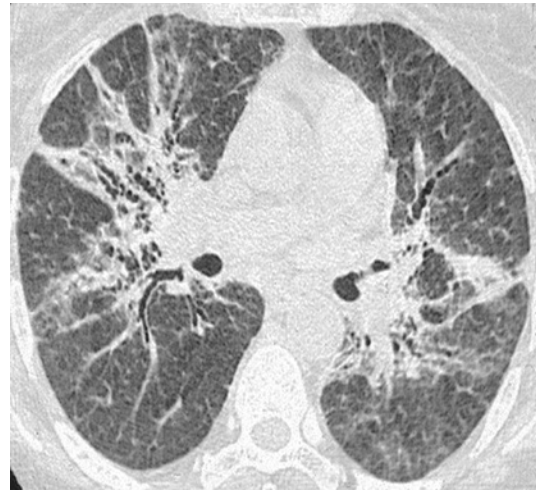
Fibrose sarcoïdique pérbronchovasculaire. Coupe TDM axiale transverse au niveau des hiles pulmonaires. Opacités linéaires hili-fuges reliant les structures interstitielles pérbronchovasculaires à la plèvre périphérique. Les signes associés sont des bronchiectasies segmentaires par traction et quelques plages en verre dépoli.
